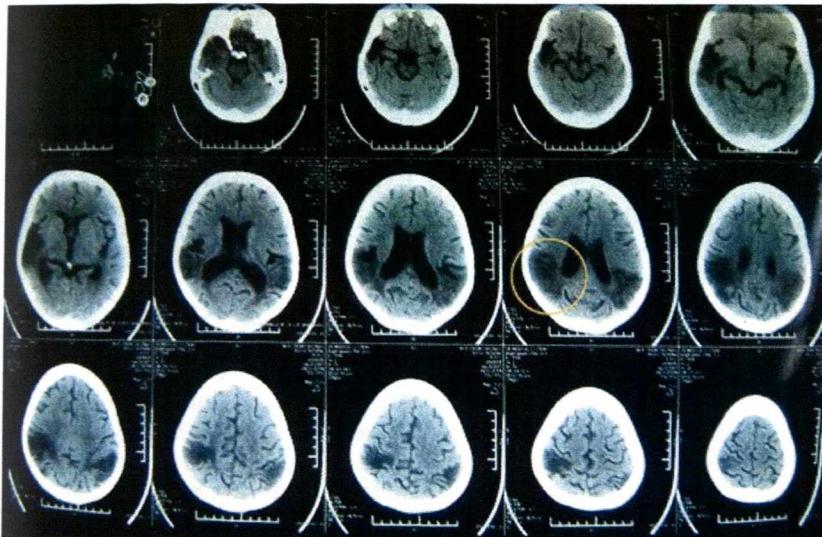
Tomografia computerizată.
